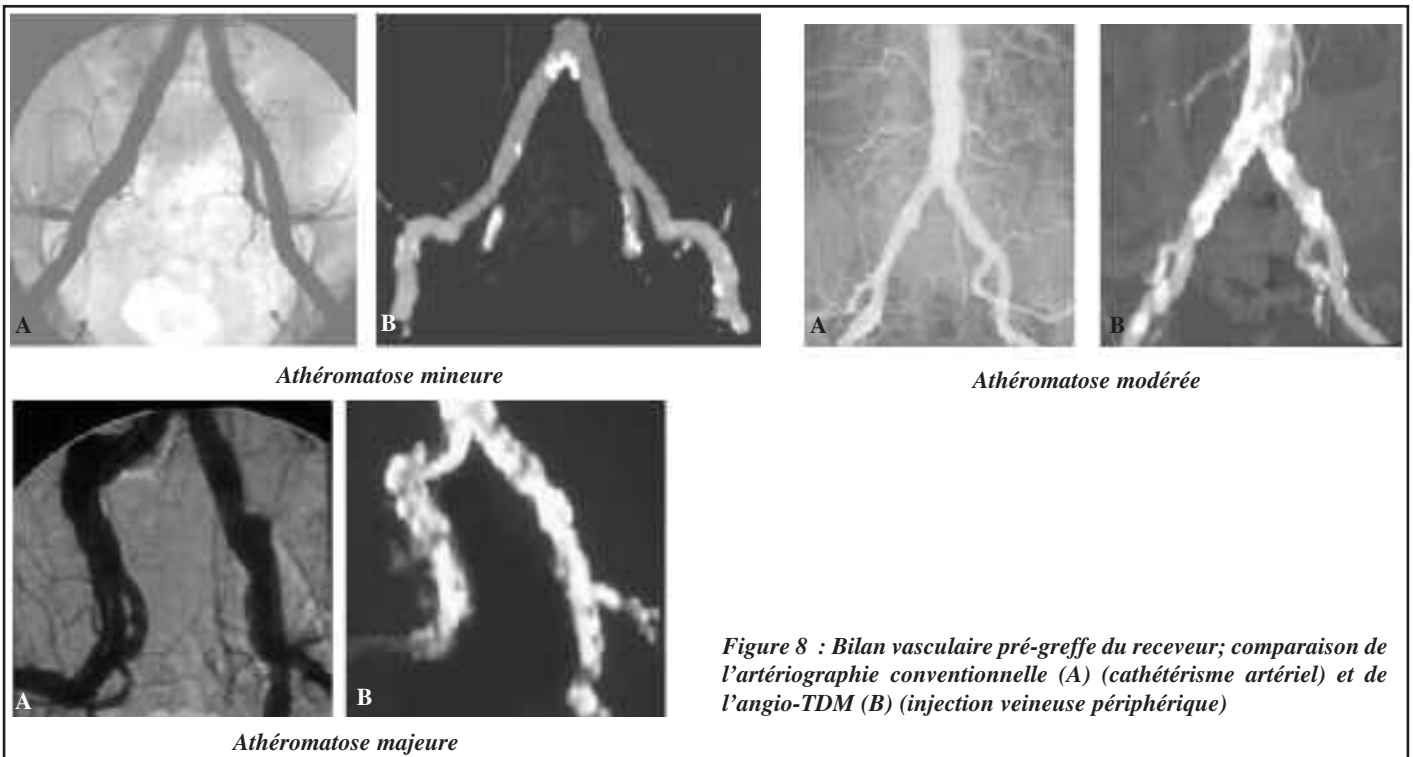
Bilan vasculaire pré-greffe du receveur; comparaison de l'artériographie conventionnelle (A) (cathétérisme artériel) et de l'angio-TDM (B) (injection veineuse périphérique)
